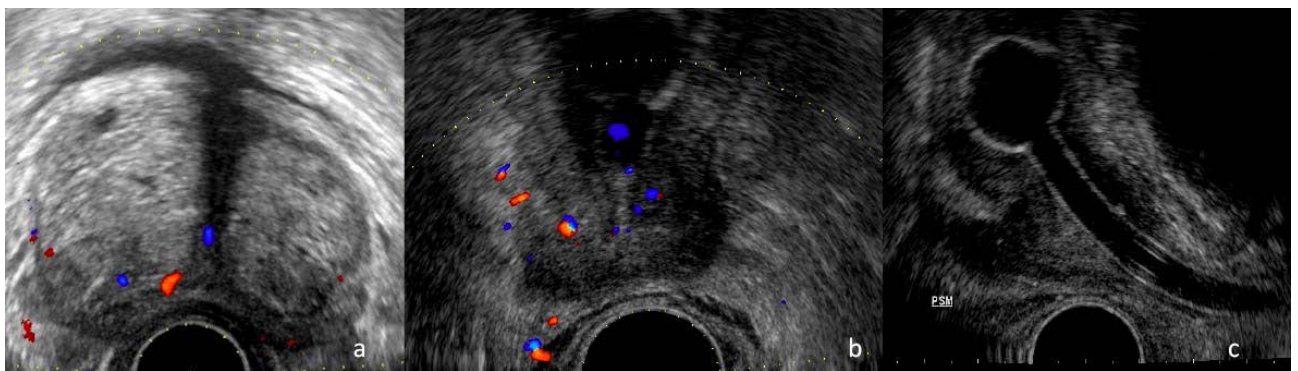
Ultrasonido prostático transrectal, (a y b) imágenes en el eje coronal en modo B y Doppler color, c) eje sagital. a) Crecimiento prostático asimétrico, dependiente de la zona transicional con desplazamiento y compresión de las zonas periféricas, no hay nódulos sospechosos. b y c) Próstata pequeña, se observa sonda en uretra prostática y balón vesical, pérdida de la anatomía zonal por lesión infiltrante difusa, con datos de extensión extracapsular, RHP adenocarcinoma Gleason 8.
